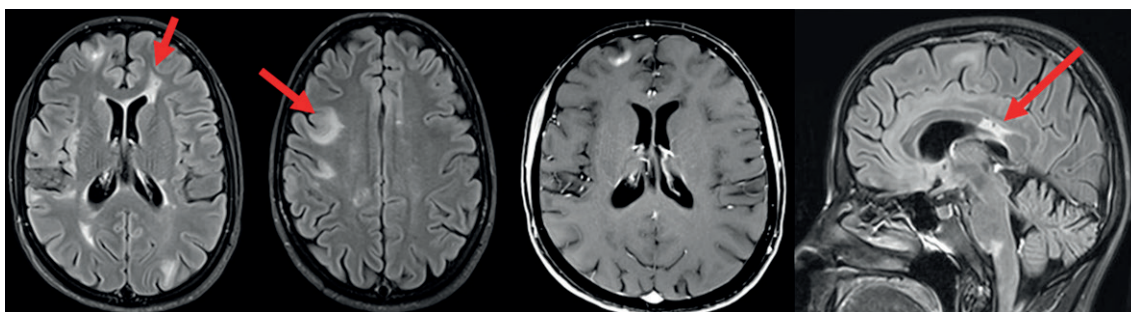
Prezentarea IRM a sclerozei multiple
